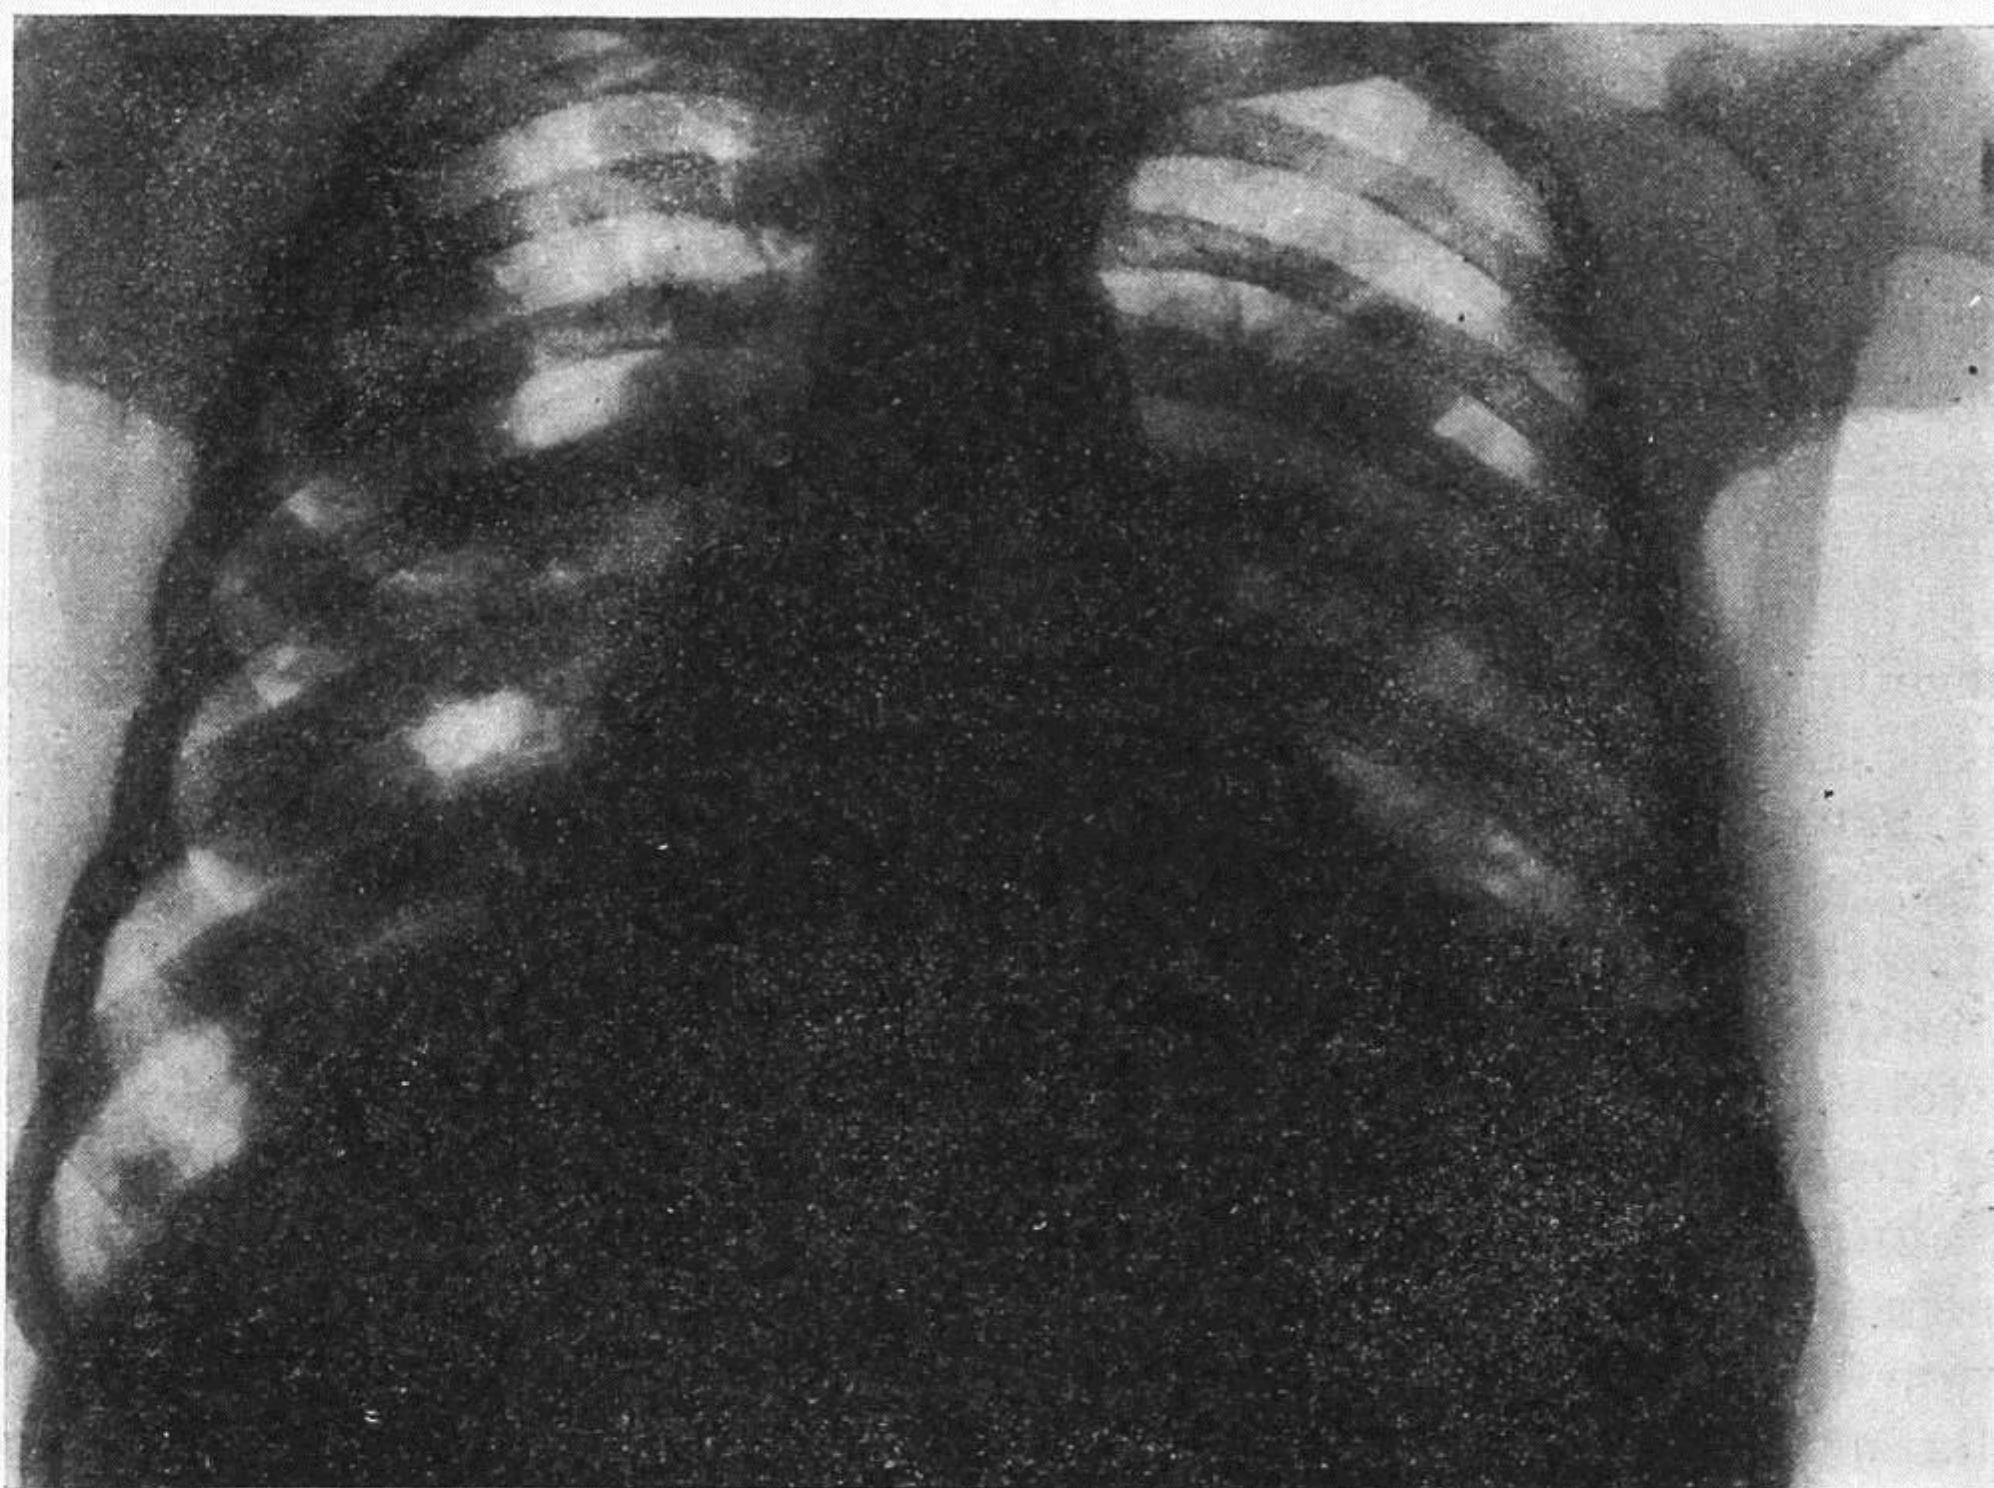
Radiografia 7-9-1933. Le ombre sono alquanto più numerose, più grandi e più confluenti, specie a destra. La cupola diaframmatica destra è sollevata e deformata.
